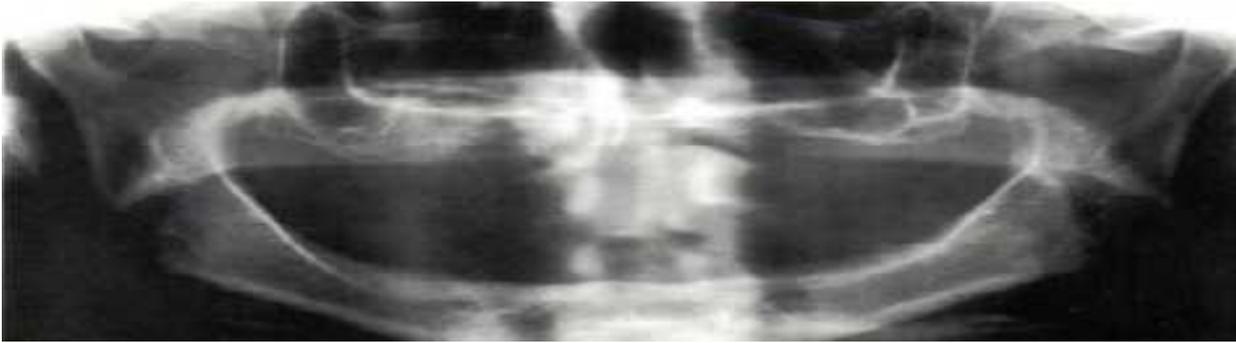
La radiographie panoramique ne décèle pas de racines résiduelles ou de modifications des crêtes osseuses.
